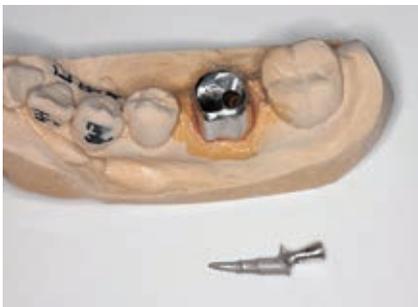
[6]はCBCTより非感染根管と速やかに診断. 歯質の保存を考慮して分割コアとした(2012年6月).
